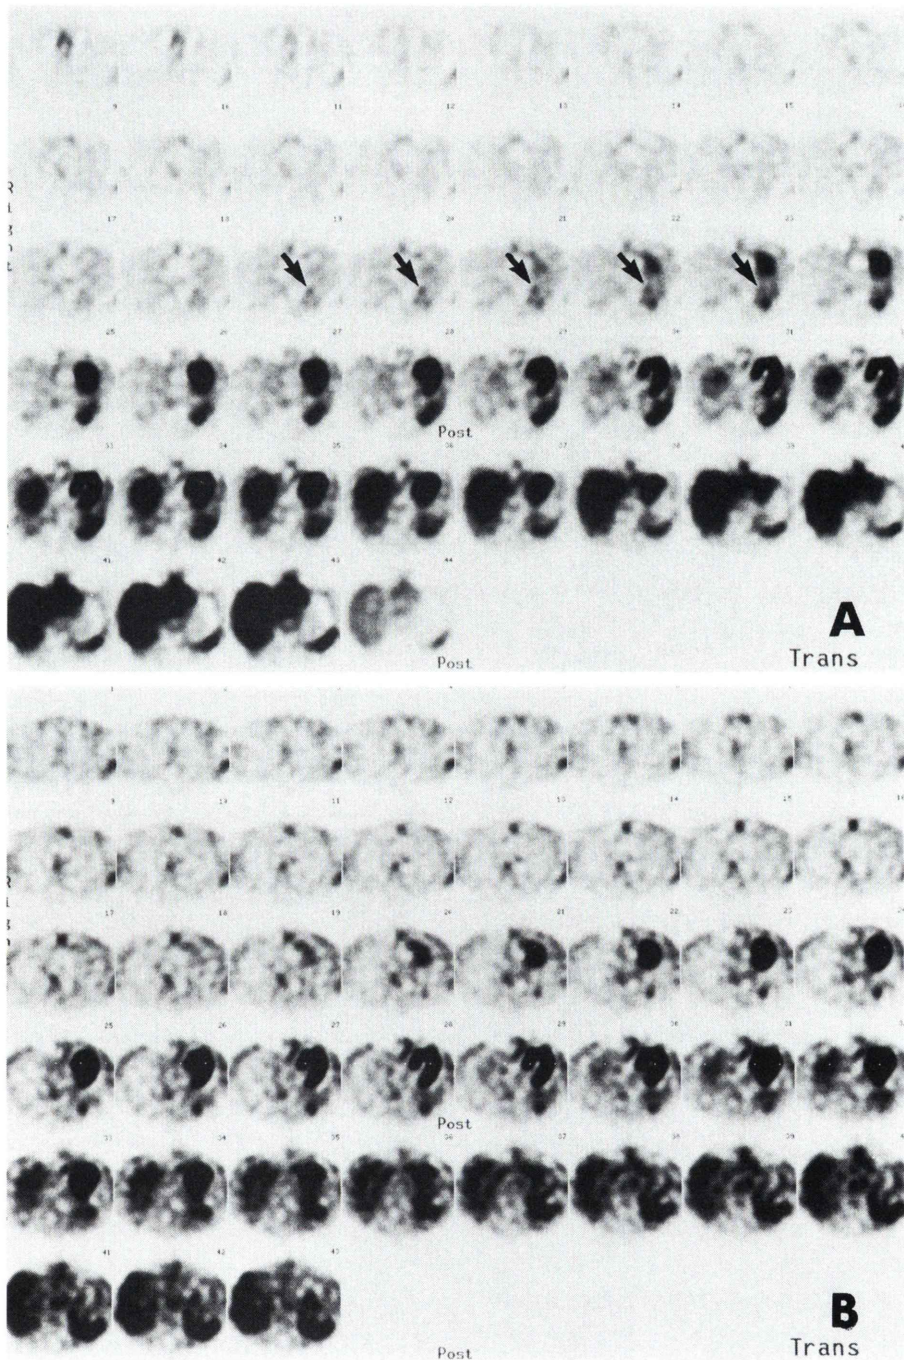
Early ^{201}Tl SPECT images (A) show faint tracer accumulation in the nodular lesion (arrow) along with intense accumulation in the affected lung. The radioactivity is cleared from the nodular lesion on the delayed SPECT (B).
